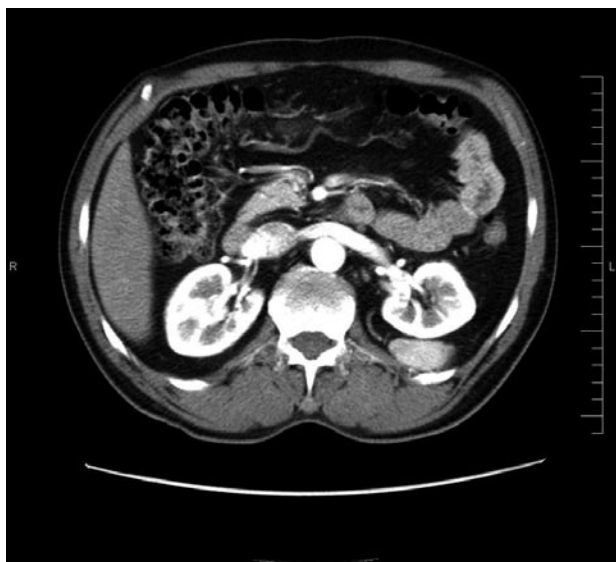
TC abdomino-pélvico. Corte axial.
